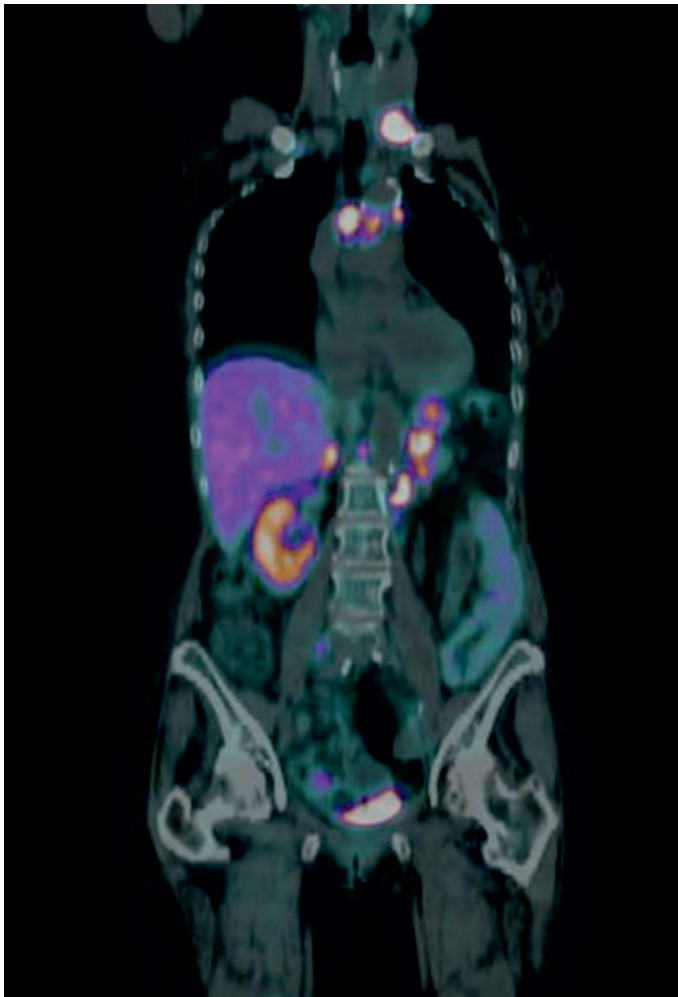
Estudio PET/CT con ^{68}Ga -DOTATATE para diagnóstico de tumor neuroendocrino.
